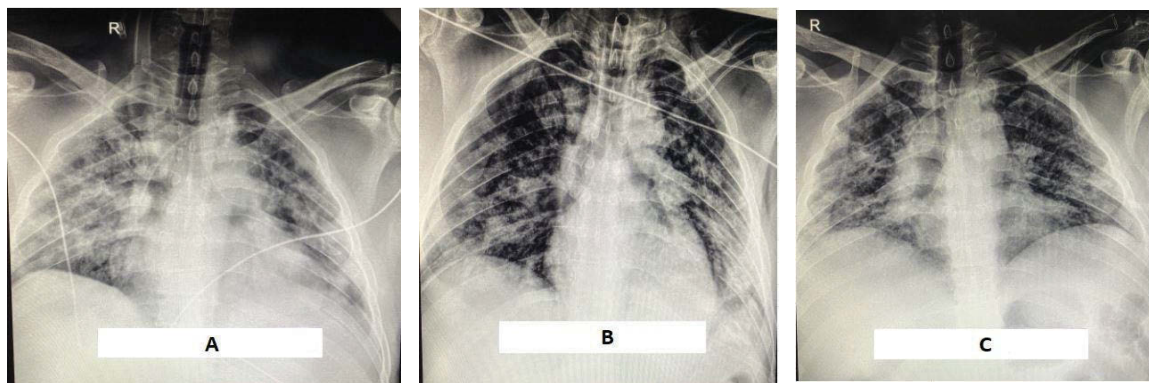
Рентгенологічні знімки пацієнта з COVID-19 з клінічного випадку №4: стан на момент госпіталізації (А), на першу добу після введення ВВІГ (В), на сьому добу після введення ВВІГ (С).
